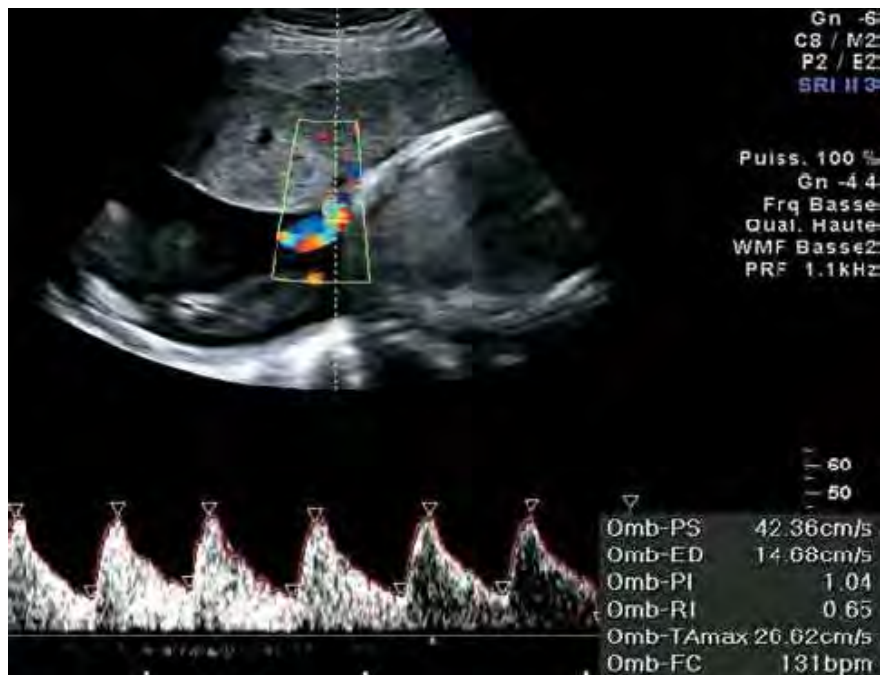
Doppler umbilical normal [48]
